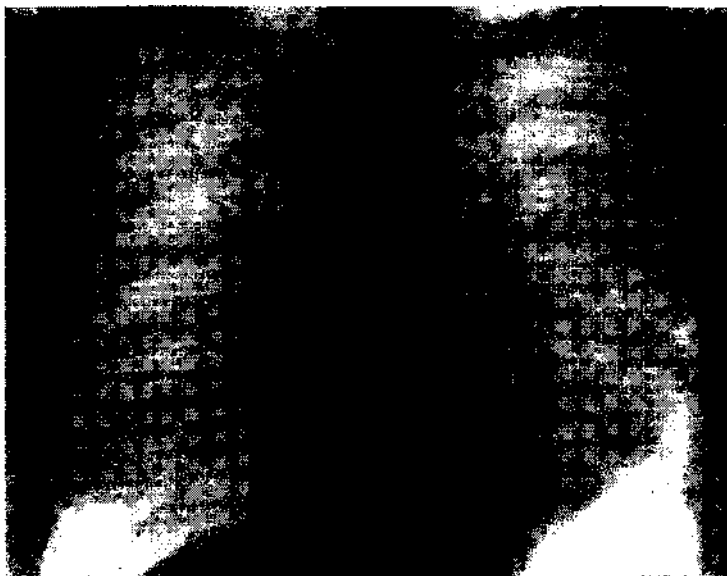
Рентгенограмма больной Э.
